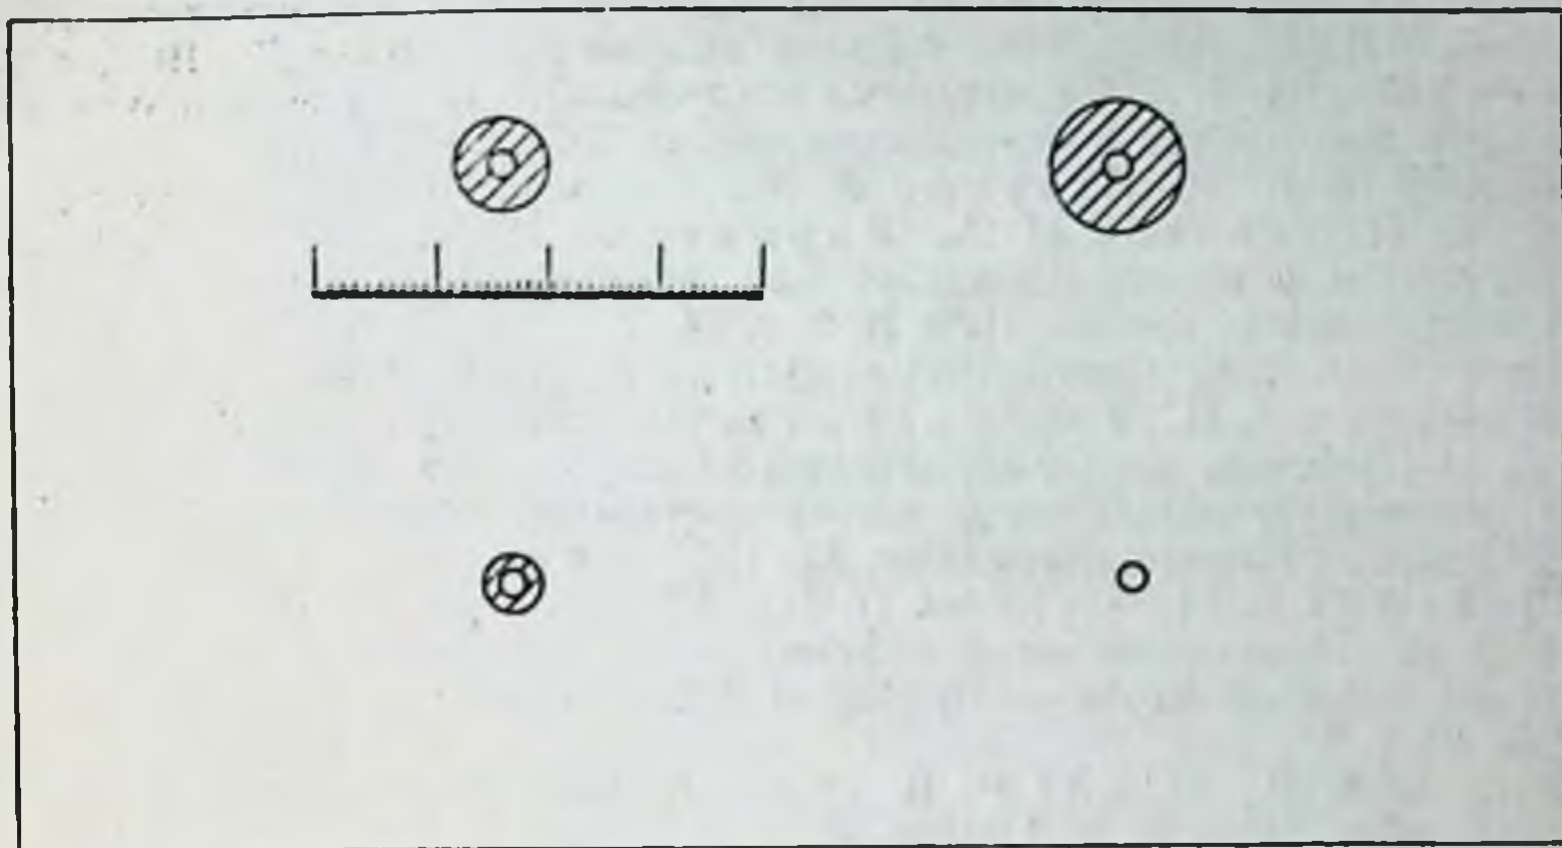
Определение количества иммуноглобулинов методом иммунодиффузии.
